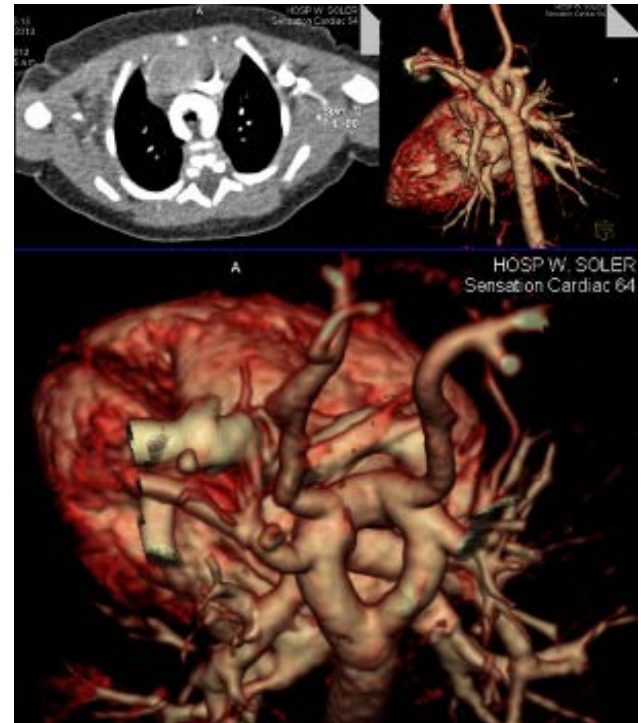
CT angiography study of patients with different types of slices, where both aortic arches are showed.
